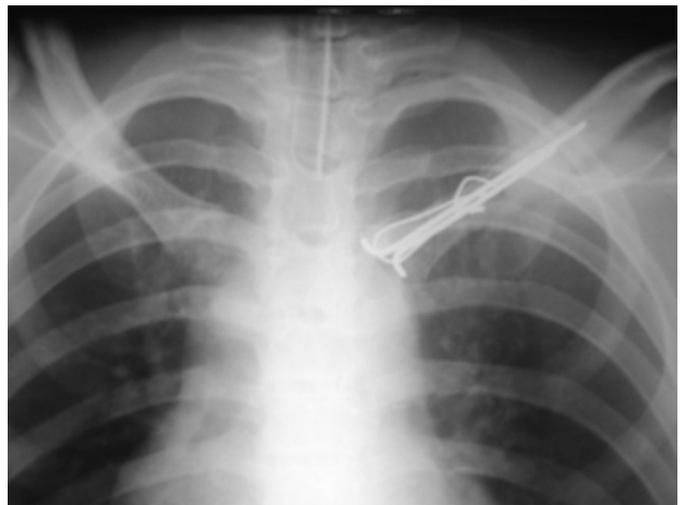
Radiographie thoracique de face postopératoire.
